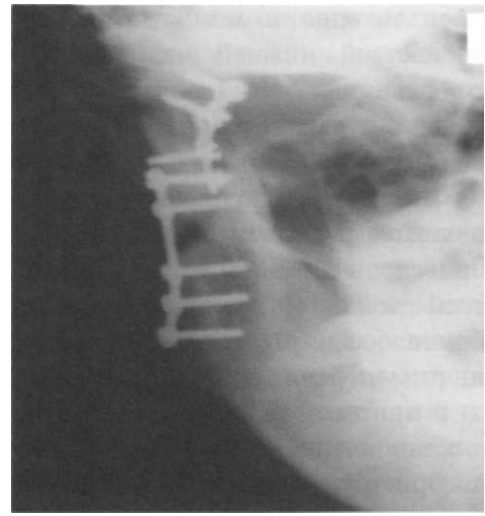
Рентгенограмма пациента В. 42 лет, после операции.
